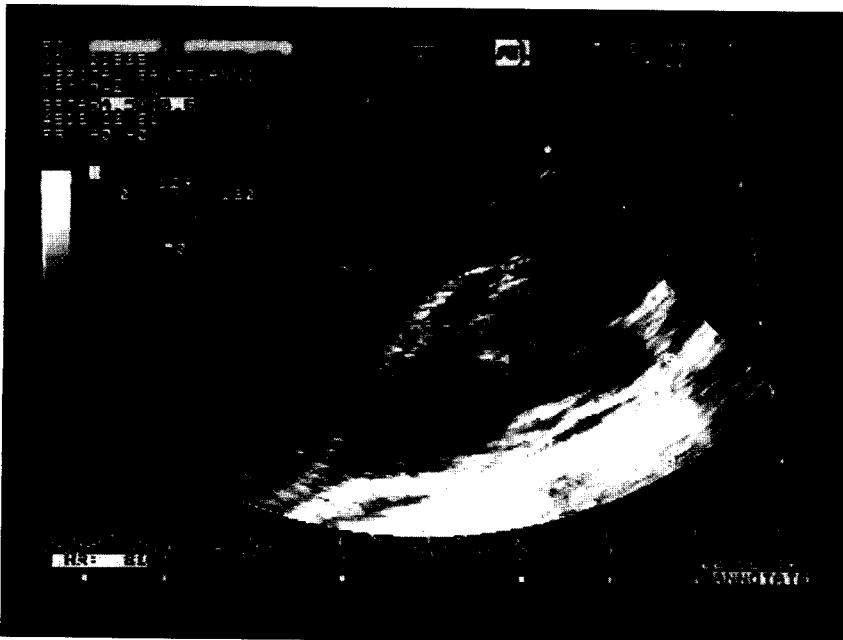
Ecocardiograma transesofágico, sonda multiplanar, corte oblicuo 130°, imagen compatible con vegetaciones localizadas en un aneurisma del seno de Valsalva, roto hacia el tracto de salida del ventrículo derecho.
